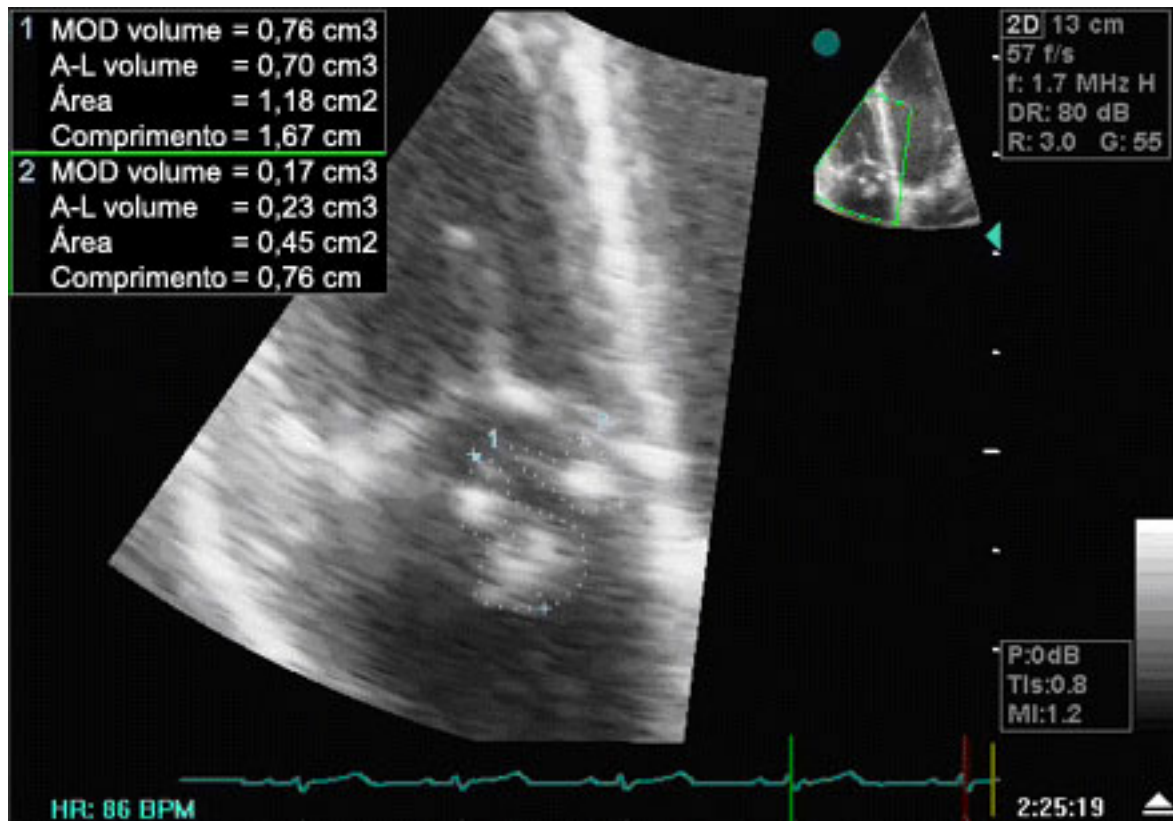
Ecocardiografia transtorácica mostrando grandes vegetações móveis nos folhetos anteriores e posteriores da valva tricúspide
